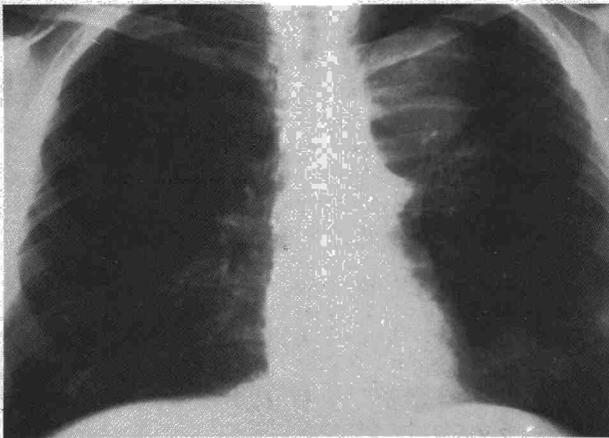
Radiografía simple de tórax: masa polilobulada en campo pulmonar superior izquierdo.
